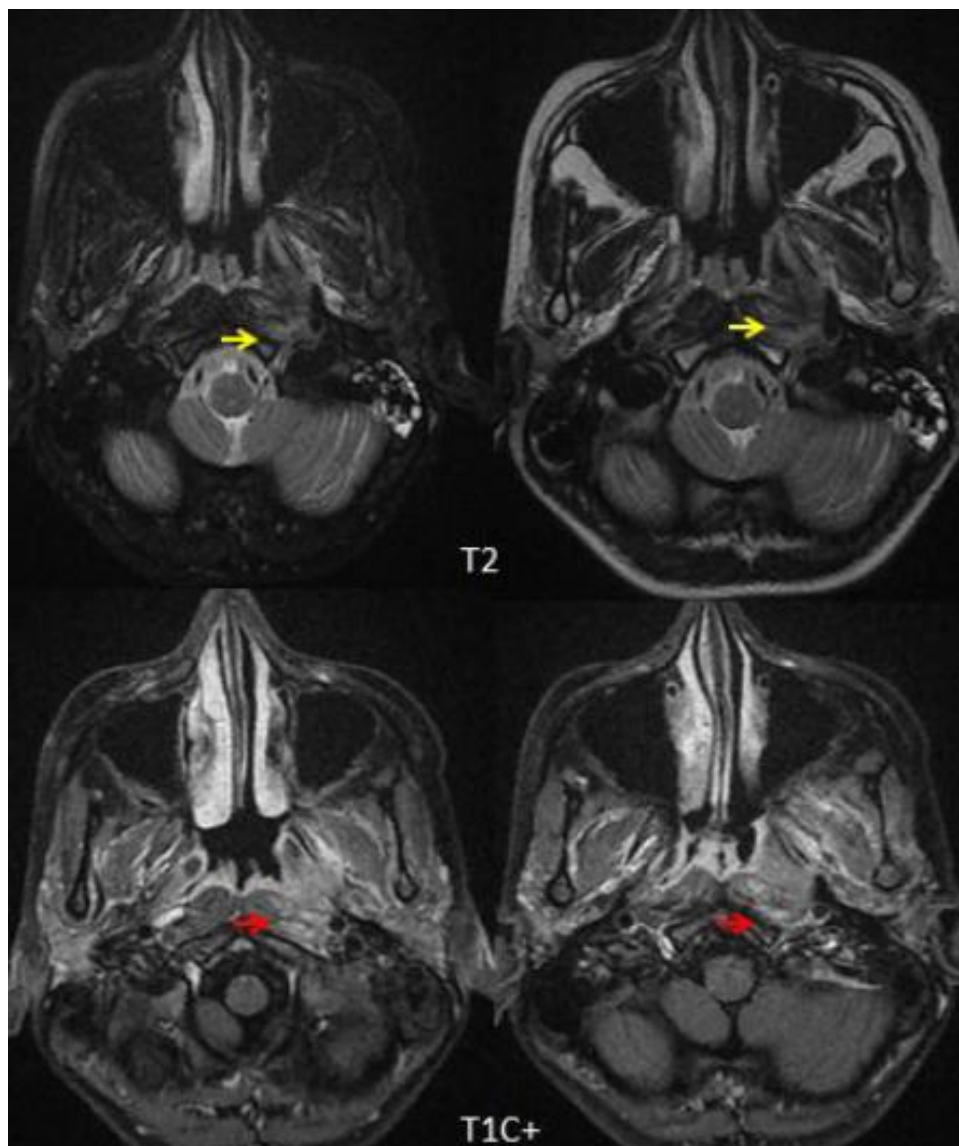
Coupes axiales IRM objectivant un épaississement tissulaire de la paroi postéro latérale gauche du cavum se présentant en discret hypersignal T2 responsable d'une rupture du fascia pharyngo basilaire avec une extension à l'espace pré stylien et infiltration des muscles pré vertébraux homolatéraux qui sont en hypersignal T2 (flèche rouge) et prenant le contraste après injection de gadolinium (flèche rouge) : classé T3
